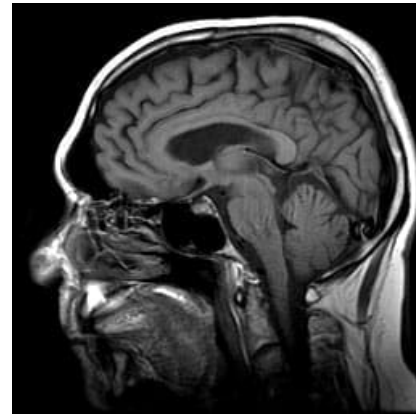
Imagen tomada a partir de la técnica MRI [Jon A. Jacobson, MD]
